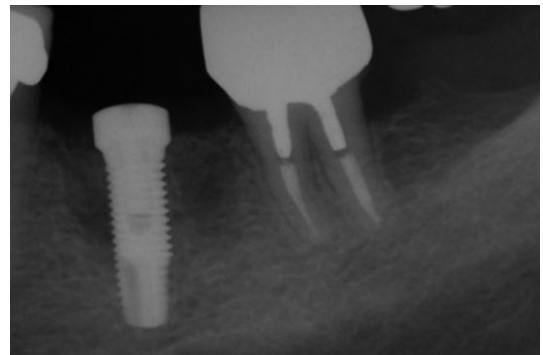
A healing abutment was secured and a radiograph was taken right after implant installation.
